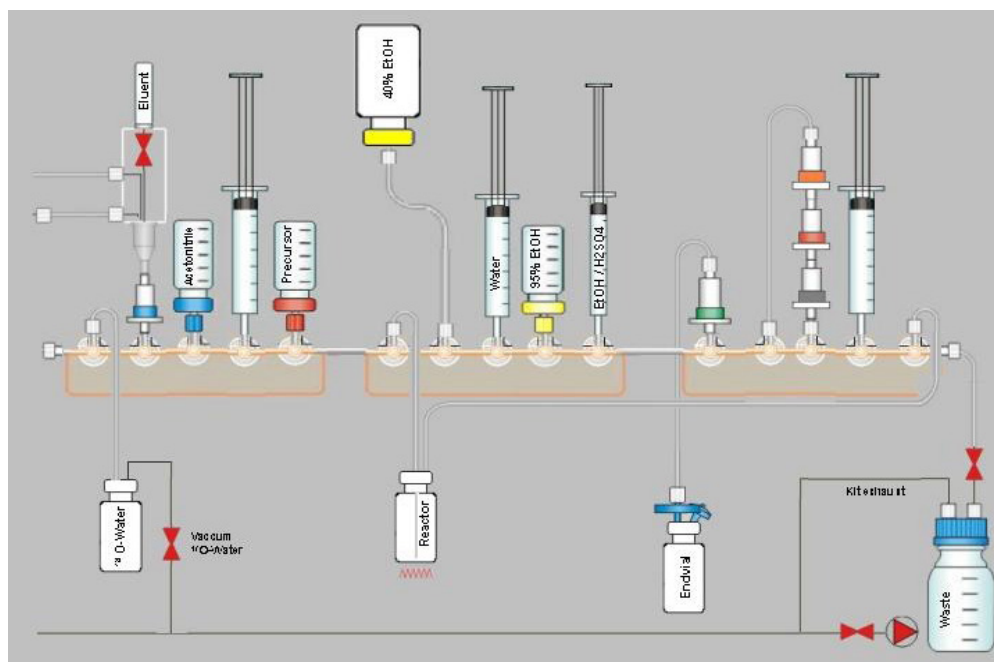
Configuração do módulo TracerLab MXFDG, acessórios e reagentes usados para produção de [ $^{18}\text{F}$ ]FES.
